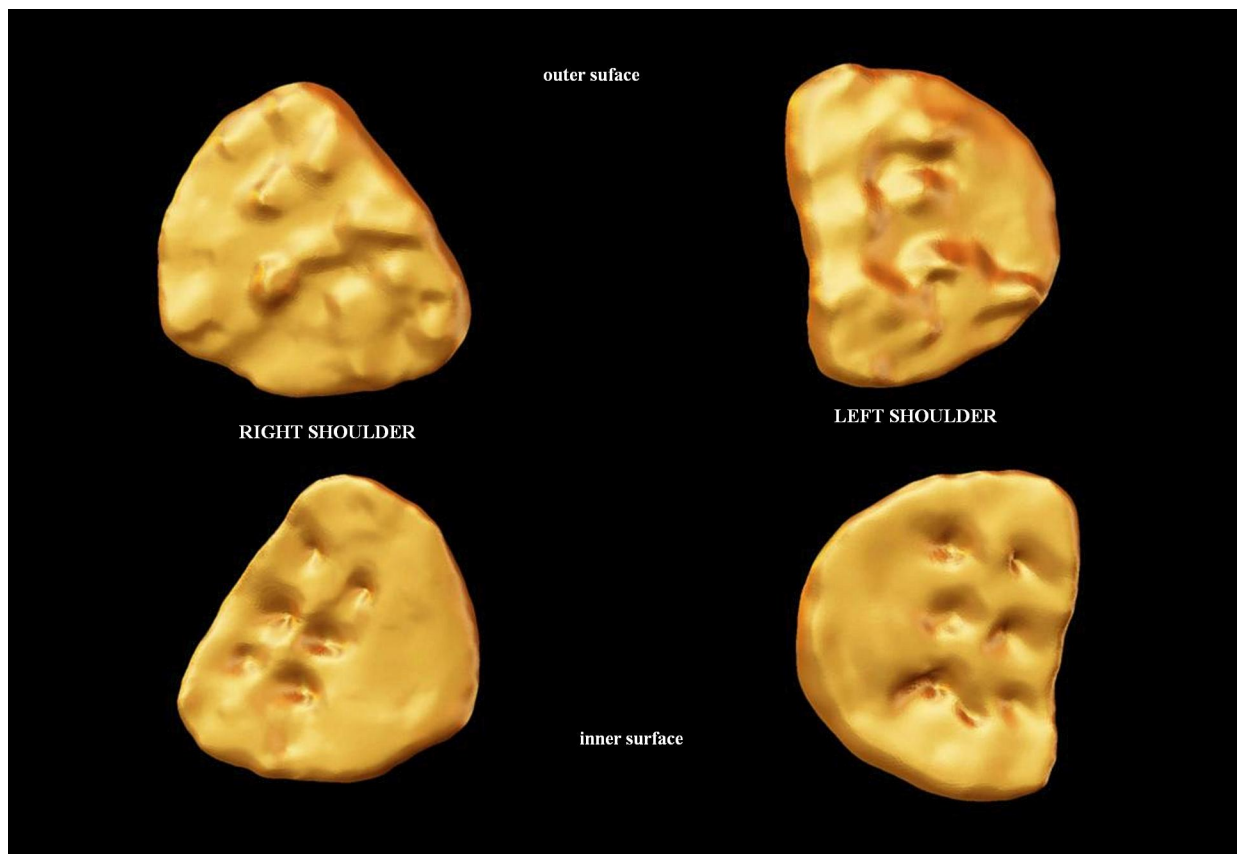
Tomografía computarizada en 3D que muestra implantes metálicos en forma de disco con indentaciones superpuestos en las clavículas bilaterales.
